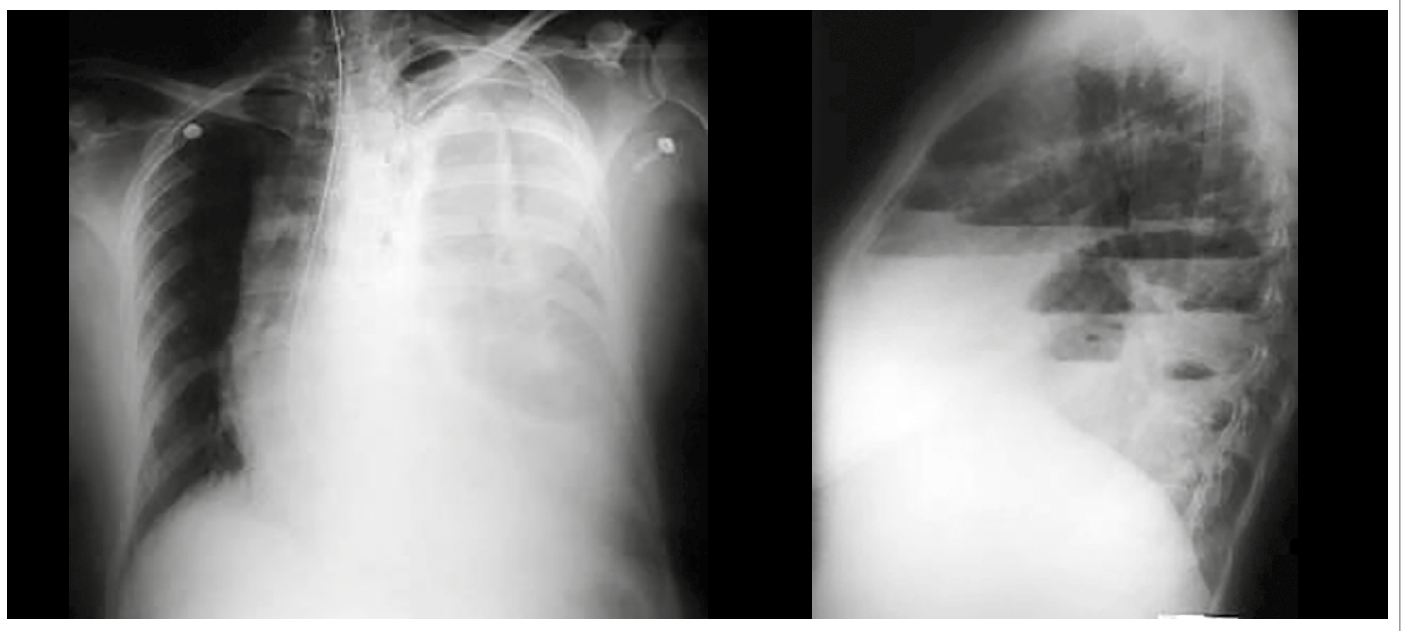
Radiografía de tórax. Imagen a la izquierda posteroanterior, imagen a la derecha radiografía lateral. Se observa una hernia diafragmática izquierda.
